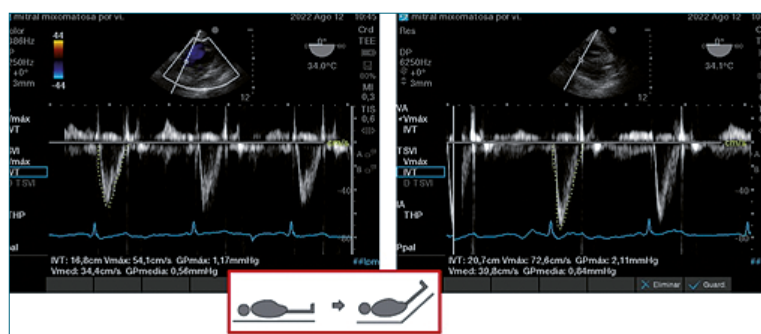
Doppler pulsado en imagen TGP en paciente hipotenso 16,8 cm que luego de la elevación pasiva de piernas aumenta a 20,7 en contexto de paciente respondedor a volumen.
